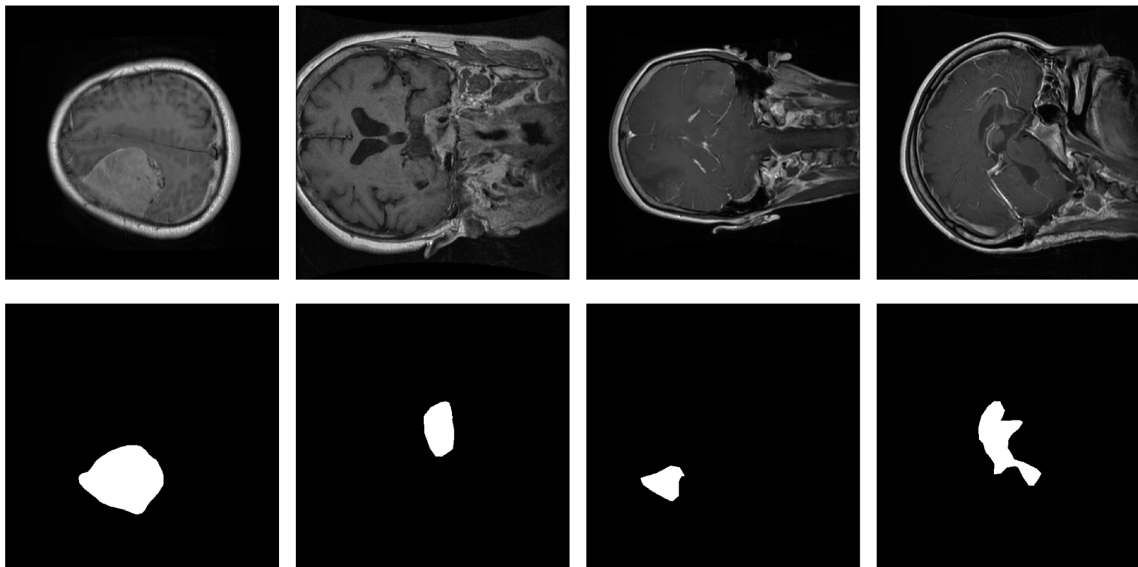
Exame de uma ressonância magnética cerebral e sua respectiva máscara da neoplasia apresentada.
